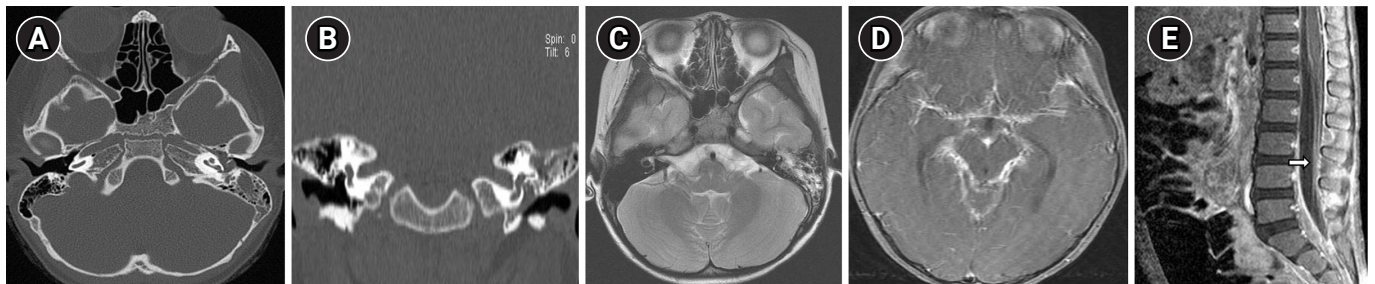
(A, B) High-resolution axial and coronal computed tomography scans show complete opacification of the left middle ear and mastoid air cells. (C) Magnetic resonance image reveals a hemorrhagic fluid collection related to longitudinal fracture of the temporal bone. (D) Dynamic brain image depicts a diffuse leptomeningeal enhancement in the basal cisterns and sylvian fissures. (E) Enhanced spine scan demonstrates the nerve root involvements in the sacral segment, whereas the conus medullaris appears normal (arrow).
